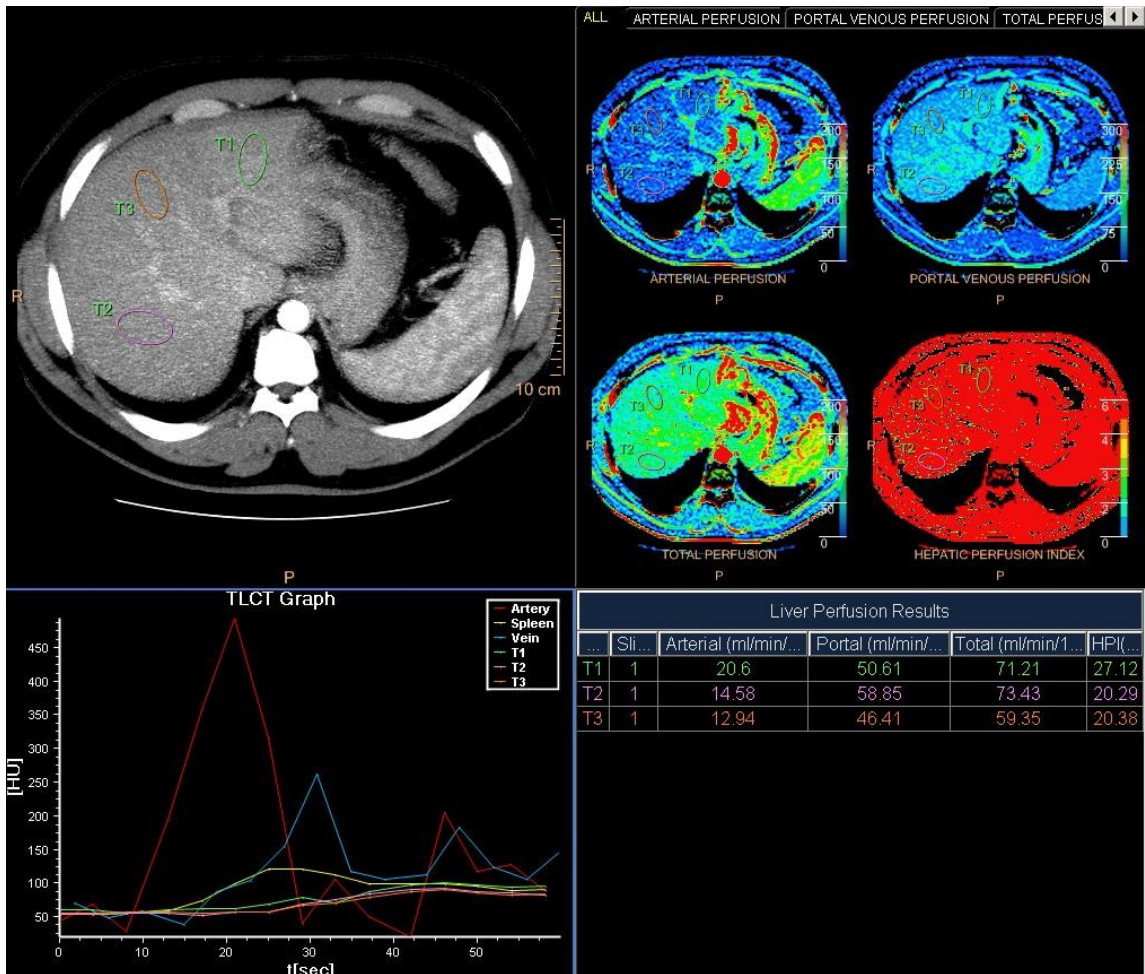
Перфузионные карты печени (артериальная, портальная, общая перфузия, индекс печеночной перфузии) пациента М. Зоны интереса выставлены в III, VII, VIII сегментах печени. Для каждого ROI определены значения 4-х параметров перфузии.
